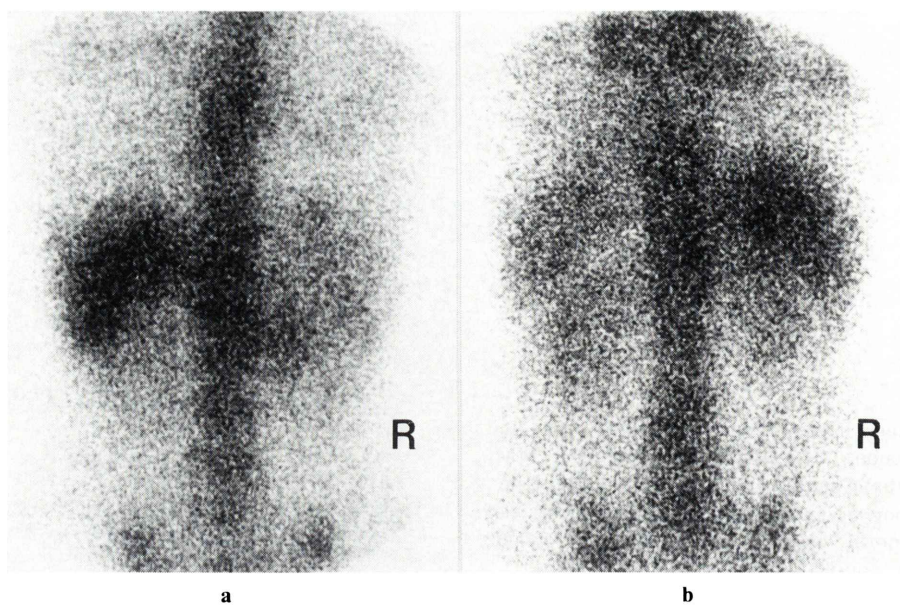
Case 1. 64 year-old-female with malignant lymphoma. a: ^{67}Ga scintigraphy in January 1989. b: ^{67}Ga scintigraphy in January 1990.
